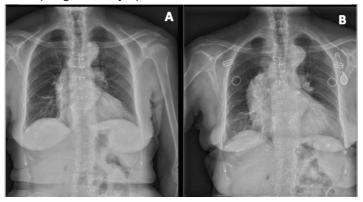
A: Radiografía de tórax posteroanterior del paciente en el año anterior (2016). B: en el momento del diagnóstico actual
